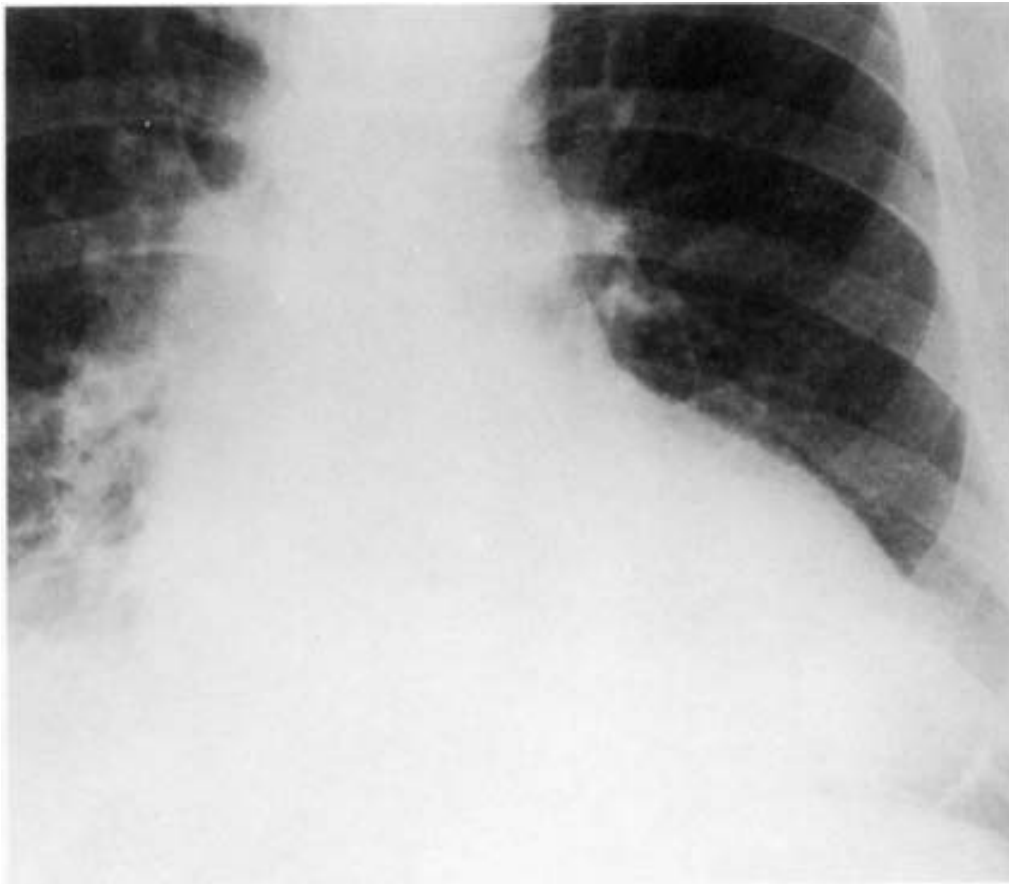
81. Radiografía PA de tórax, el borde cardíaco izquierdo tiene un contorno mal definido, el ápex es abultado. Paciente con aneurisma del ventrículo izquierdo post infarto.
